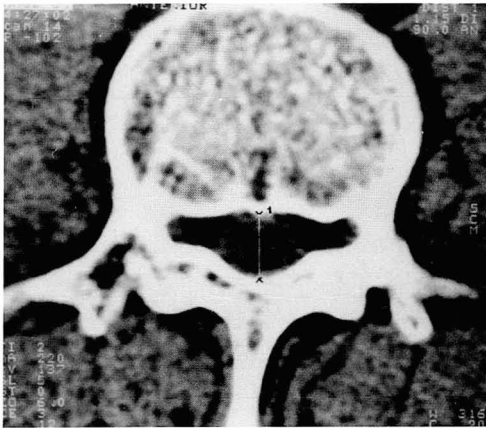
Lumbar spine CT image shows measurement of AP diameter of the spinal canal at the mid-body level of the spine.
